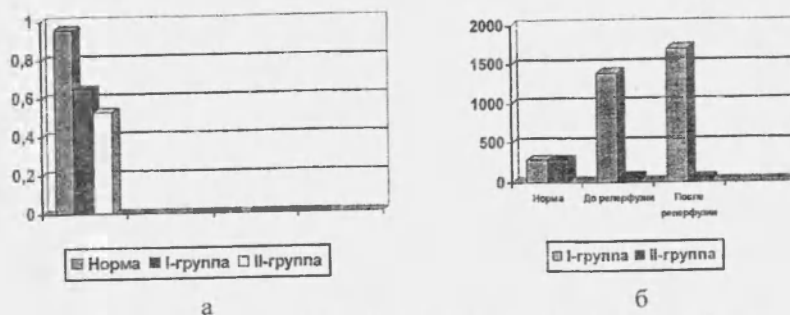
Активность ЩФ (а) и ЛДГ (б) до и после реперфузии
